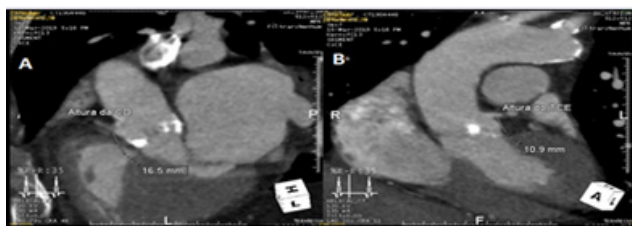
Tomografía de Tórax. (A) Altura del TCI de 10.9 mm e (B) CD de 16 mm en relación al plano valvular.
